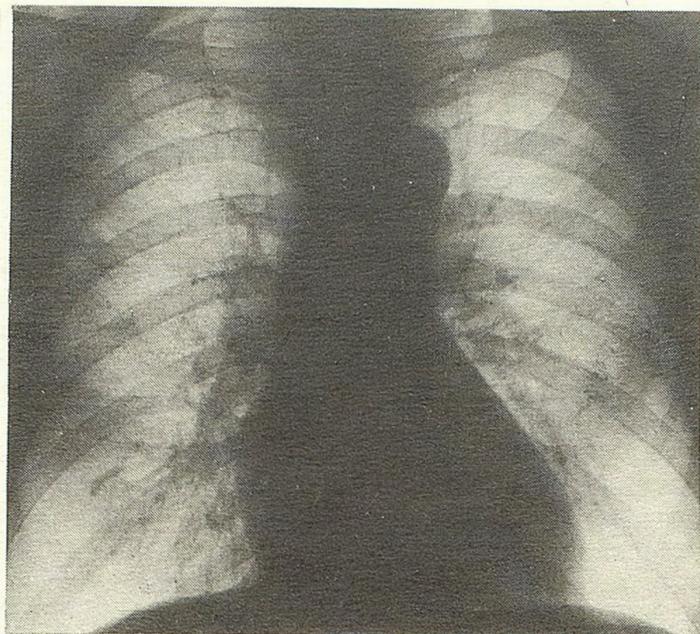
Рентгенограмма грудной клетки того же больного через 4 месяца. Инфильтрации в легких нет. Сохраняется подчёркнутая междолевая плевра в проекции бывшего затемнения.
